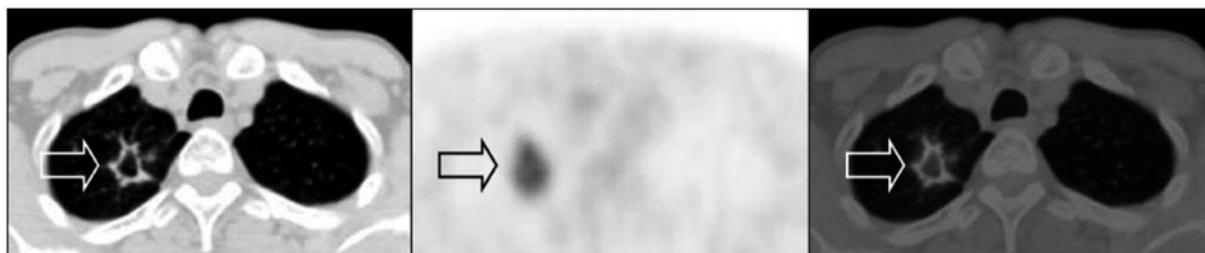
^{18}F -FDG PET/CT検査 CT横断像 (左)、PET横断像 (中)、PET/CT横断像 (右) PET/CT技術は一般にがん患者管理で有用性が認められている。IAEAでは同技術の感染症管理での利用の適性を評価するために1つの調整研究プロジェクトを実施している。抗結核薬内服による治療前の肺結核患者で右上肺野の空洞性病変に ^{18}F -FDG集積が認められる。
